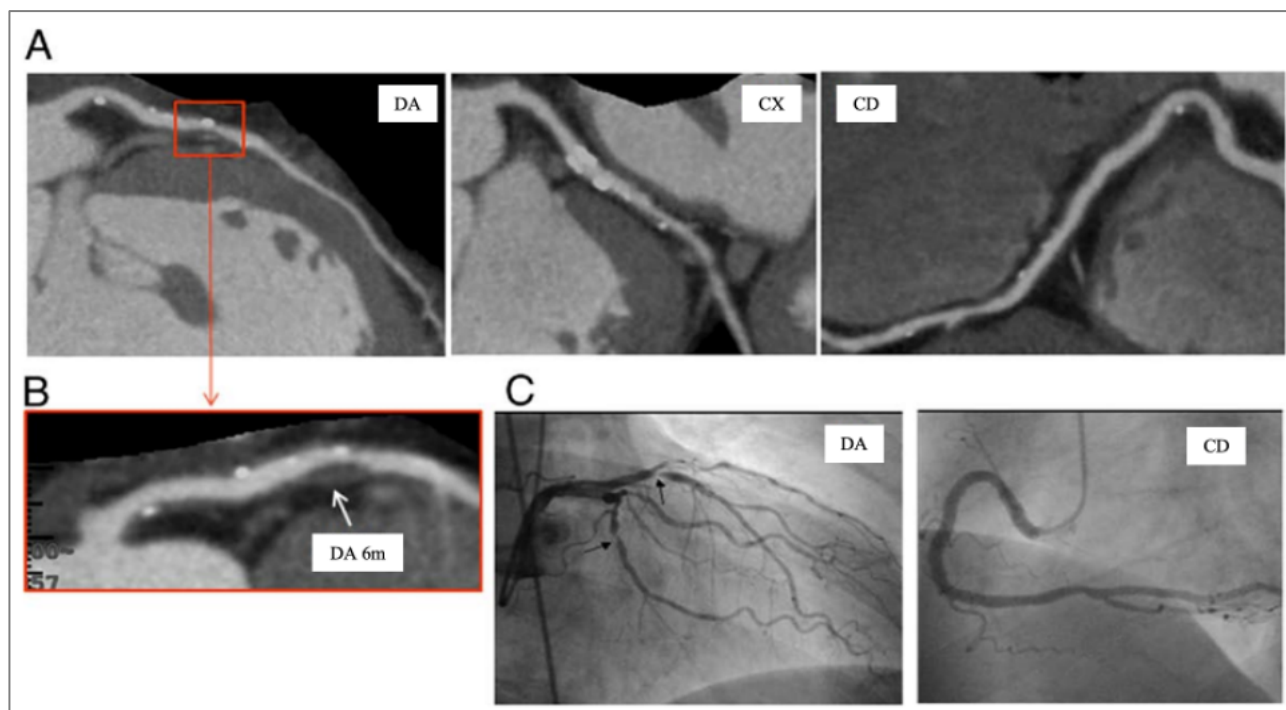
Exemplo de um paciente com SCA) 6 meses após a angiografia por TC. (A) Imagens curvas multiplanares da artéria coronária descendente anterior (ADA), artéria coronária circunflexa (ACX) e artéria coronária direita (ACD). (B) Remodelação positiva, placa de baixa atenuação e calcificação irregular foram detectadas na angiografia de tomografia computadorizada coronariana. (C) síndrome coronariana aguda (SCA) ocorreu 6 meses após a angiotomografia. Foi determinado como a lesão culpada com base nos achados de angiografia coronária invasiva. Observe a localização da lesão proximal ao primeiro ramo septal, tanto na angiografia por TC antes do evento quanto na angiografia coronária após o evento, quando o paciente foi levado ao laboratório de hemodinâmica para intervenção coronária percutânea na descendente anterior (modificado por MOTOYAMA et al., 2009).
